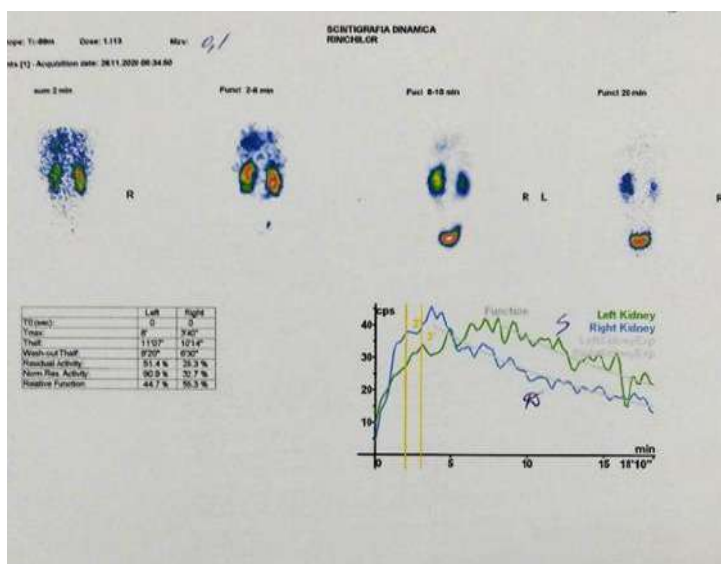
Renoscintigrafia dinamică.
